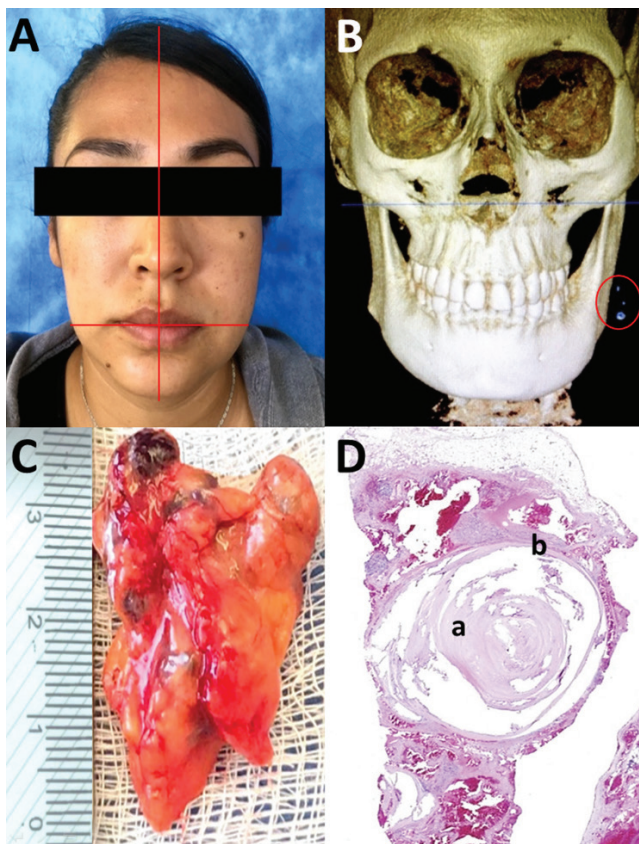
Caso 1. A. Fotografía frontal de la paciente con asimetría facial por aumento de volumen en región bucal izquierda, sin cambios de coloración. B. Reconstrucción 3D de tomografía facial muestra masas isodensas en el hueso en región bucal izquierda. C. Pieza quirúrgica de 35mm x 30mm con tonalidades amarillas, rojizas y violáceas. D. Imagen histológica muestra tejido adiposo residual, malformaciones vasculares y flebolito en la luz vascular: a. flebolito, b. endotelio.
